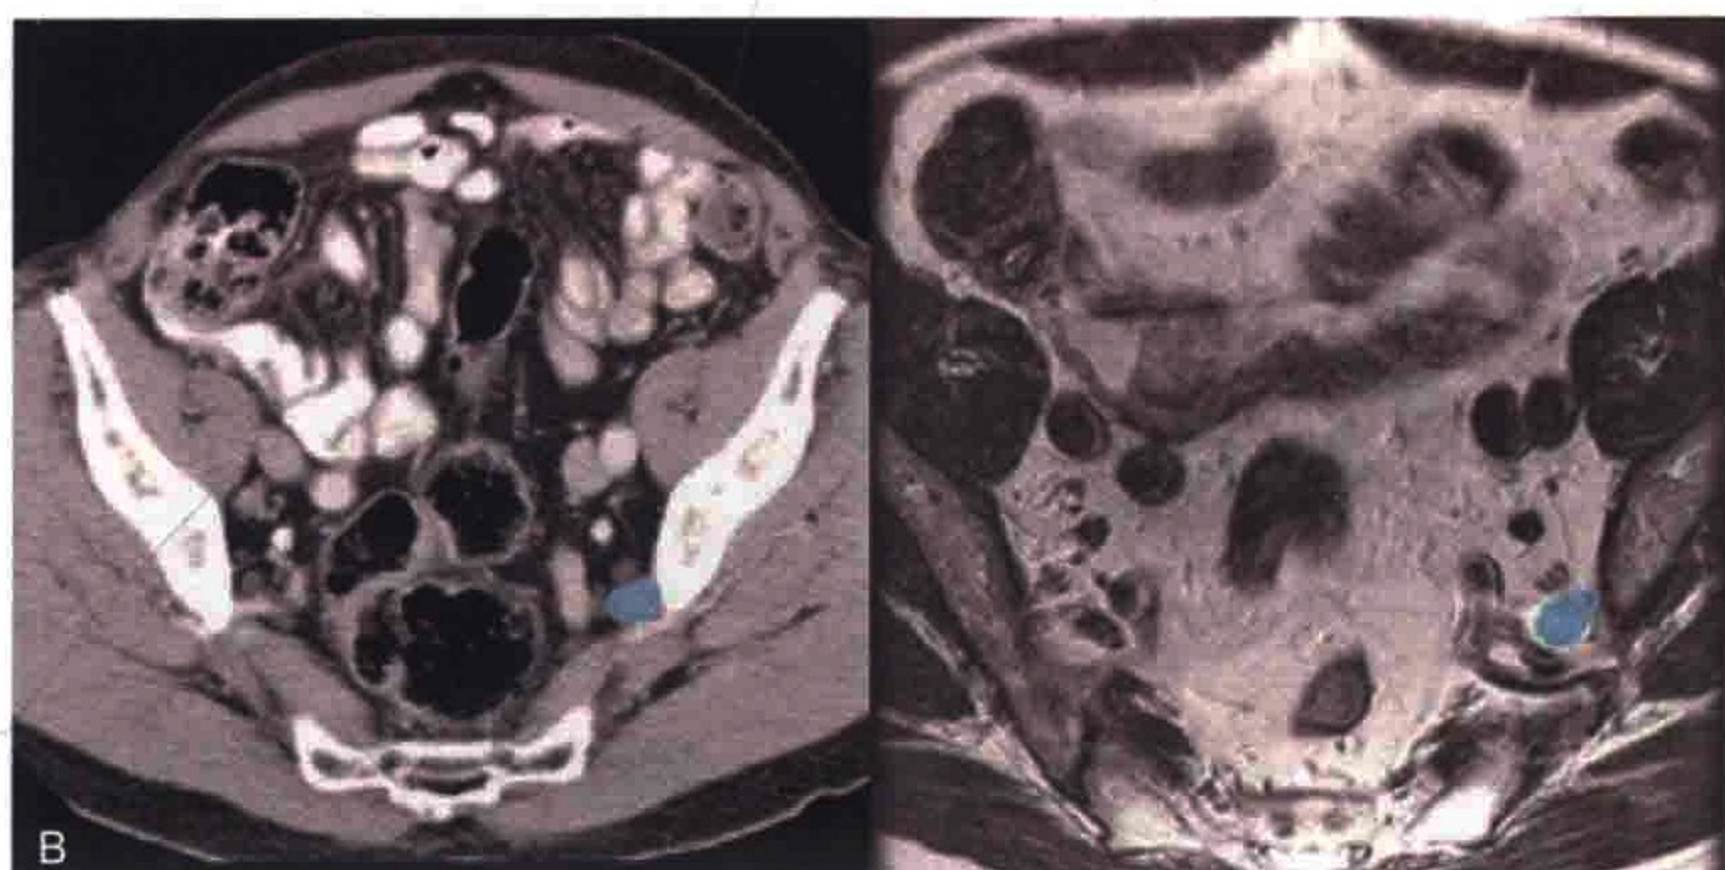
横轴位 CT (右图) 和横轴位 T2 加权图像 (左图) 示左侧髂内血管前方的髂内淋巴结 (蓝色)
